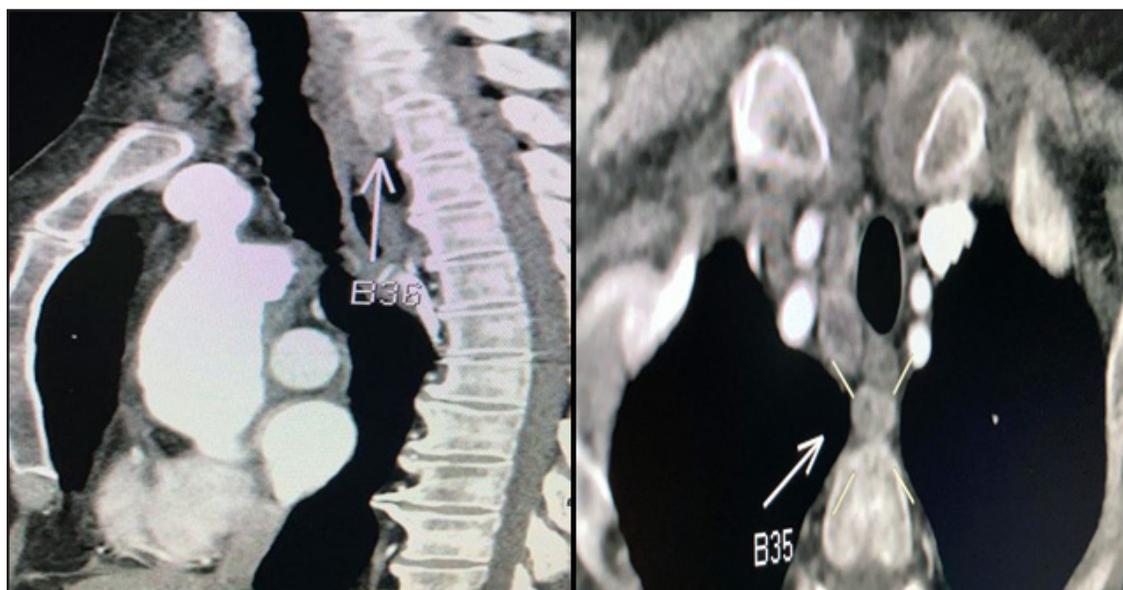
Caso 1: angiotomografía de tórax con contraste IV: corte sagital (A) y corte axial (B). En topografía prevertebral, imagen nodular hipervascularizada a nivel de C7, T1 y T2 de aproximadamente 36 mm en su diámetro máximo (craneocaudal).
